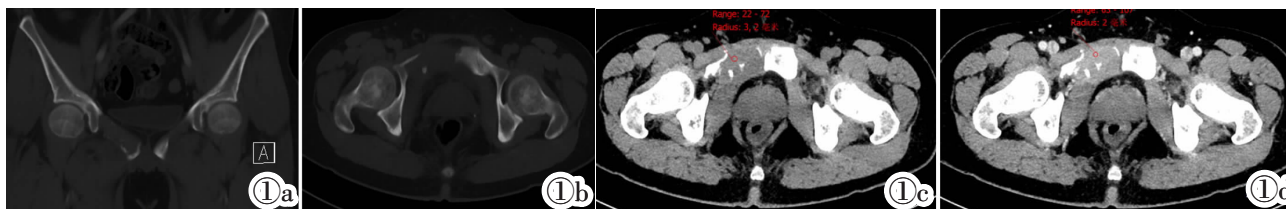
1b 骨盆 CT 扫描骨窗,可见右侧耻骨上支膨胀性骨质破坏。图 1c 骨盆 CT 平扫软组织窗,可见软组织肿块形成。图 1d 骨盆 CT 增强扫描软组织窗,可见增强扫描病灶呈明显均匀强化。
